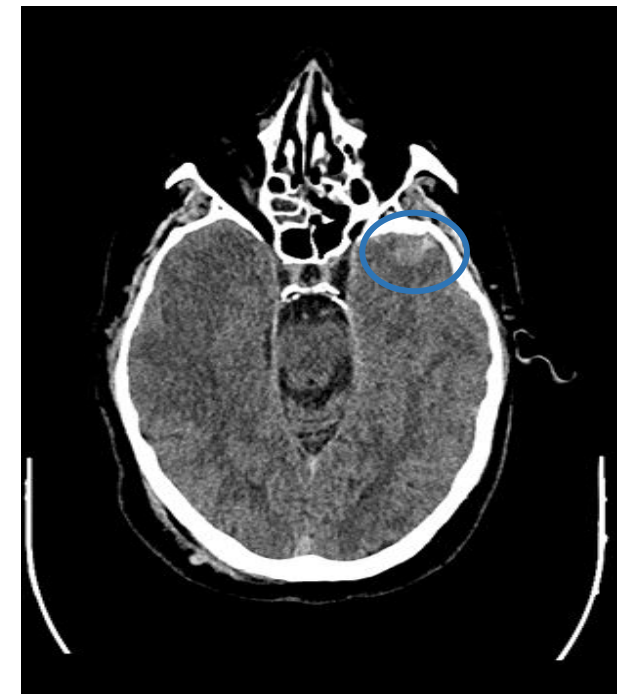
Cortes sagital y axiales de TC cráneo sin contraste intravenoso. Se objetivan focos de hemorragia subaracnoidea aguda en región temporal basal y frontal izquierdas tras TCE (mismo caso que *Figura 2*).
